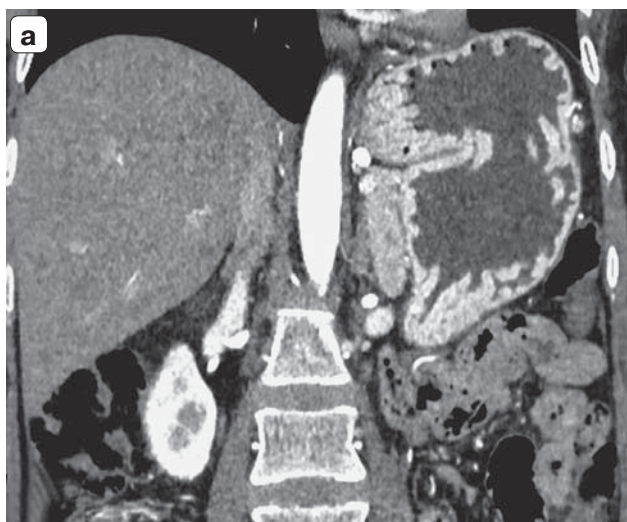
Компьютерная томограмма. Желудок, артериальная фаза: а — гипертрофированные складки слизистой желудка до операции; б — нормальная складчатость на 9-е сутки после операции.
